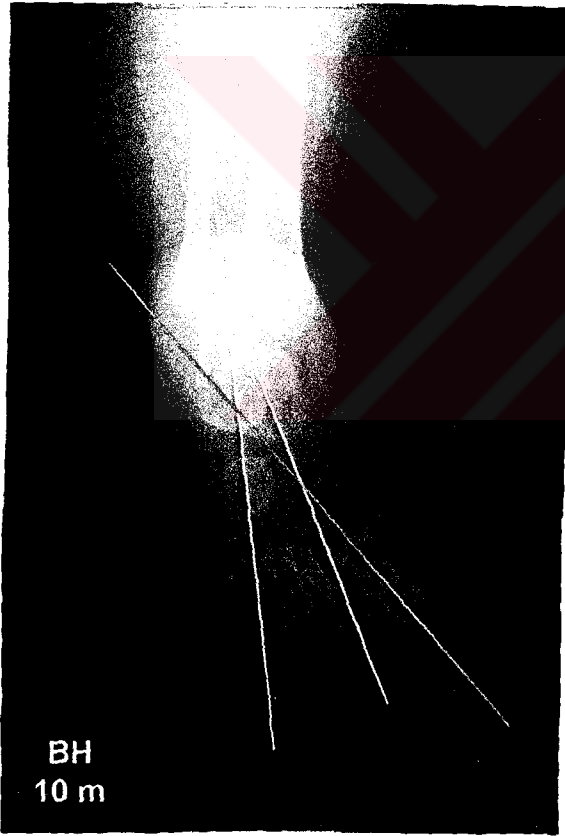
Lateral radyografiden talocalcaneal açısı ölçümü
